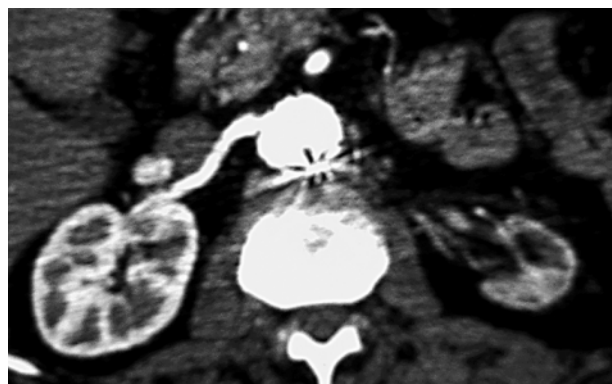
Angiotomografia computadorizada do paciente do caso 2, demonstrando rim esquerdo com redução de tamanho e artéria renal não-contrastada.
